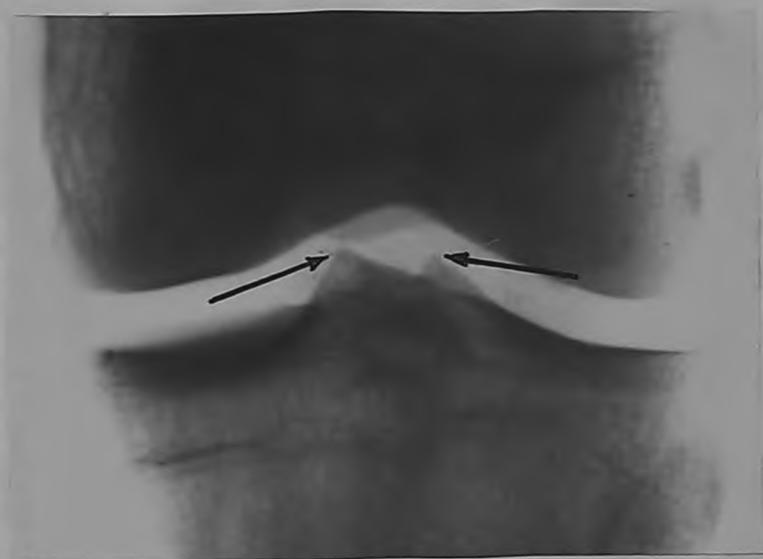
а,б. Обзорные рентгенограммы левого коленного сустава больного Д. до операции. Видно небольшое заострение бугорков межмыщелкового возвышения и верхнего и нижнего краев надколенника.
